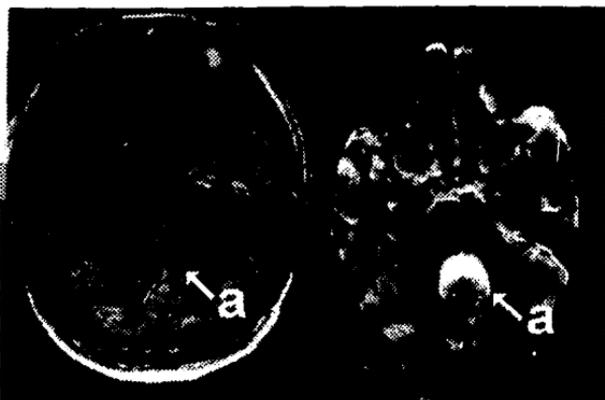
Corte axial T2 de IRM; la flecha (a) señala el IV ventrículo mínimamente dilatado y con halo hiperintenso en el primer eco
